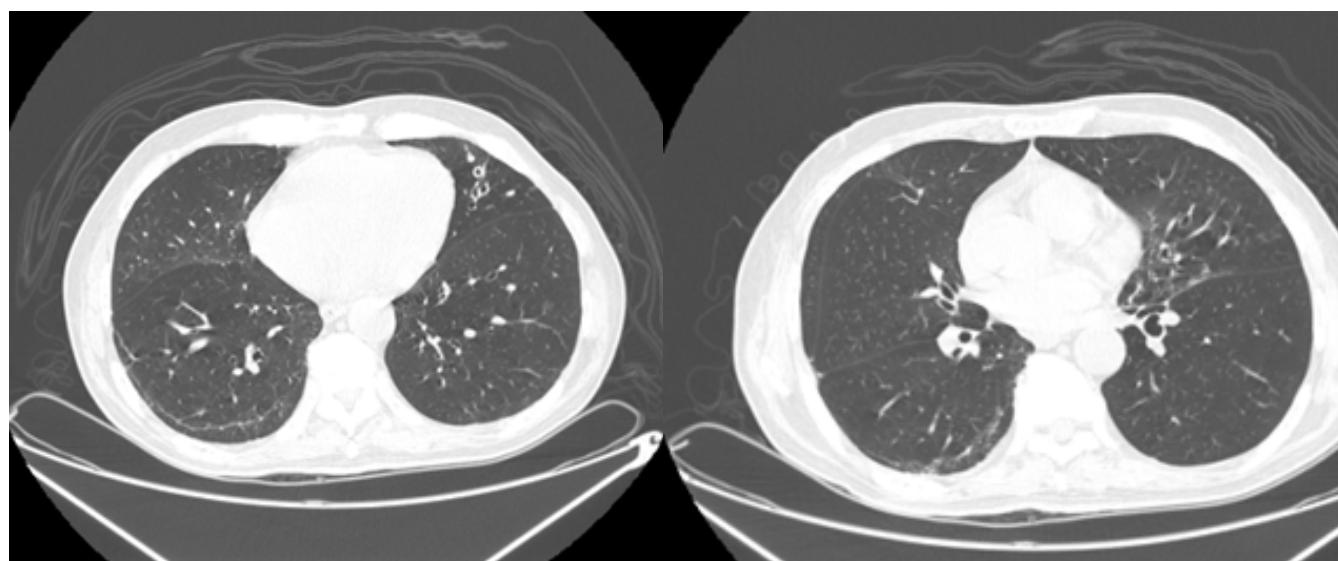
En la tomografía pulmonar se evidencia micronódulos subpleurales bilaterales, algunos de 4 - 6 mm, bronquiectasias quísticas en lóbulo superior izquierdo, engrosamiento intersticial inter e intralobulillar, engrosamiento pleural apical, no se evidencian datos de hemorragia alveolar ni nódulos cavitados típicos de Granulomatosis con poliangeítis (antes Wegener), no obstante, estos hallazgos pueden aparecer en Poliangeítis Microscópica.
